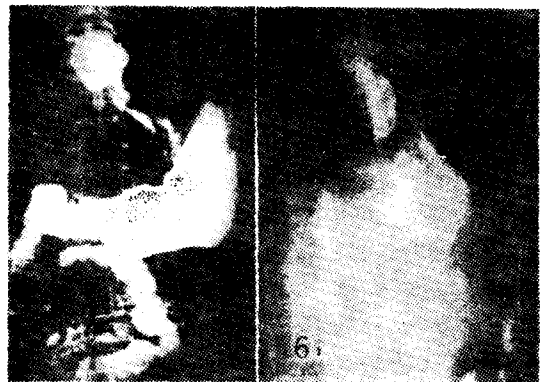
症例 3의 X-ray 寫眞. (a) 術前.
